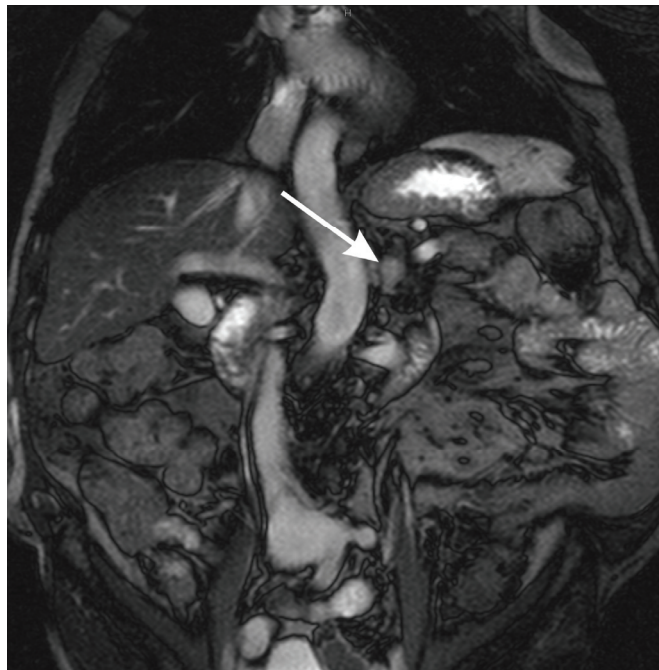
MRT Befund. Der Pfeil zeigt auf das linke Phäochromozytom
